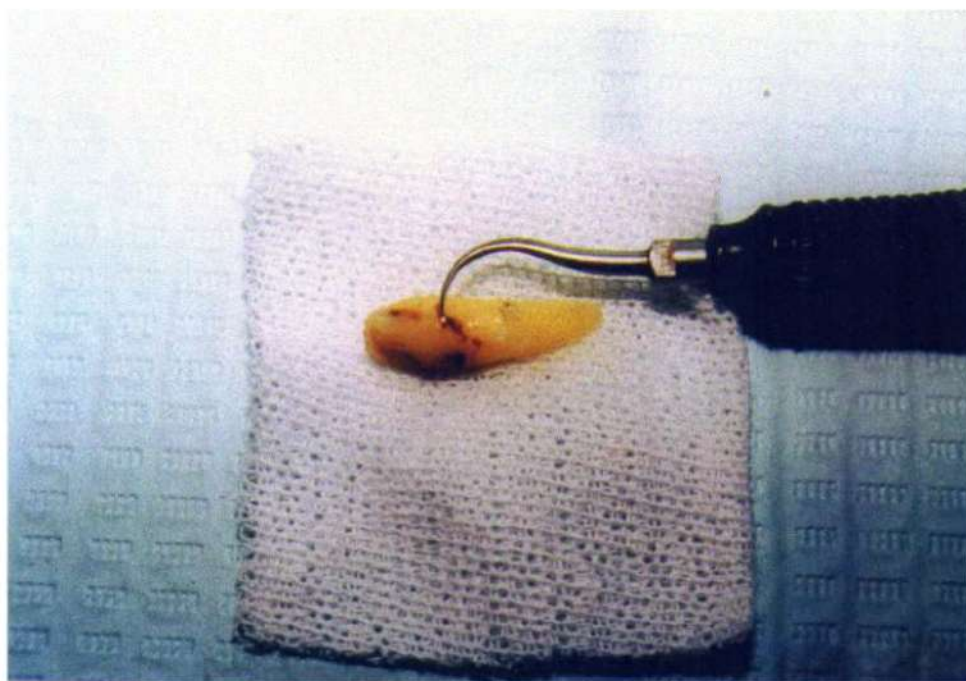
Limpieza superficie externa con ultrasonido.
